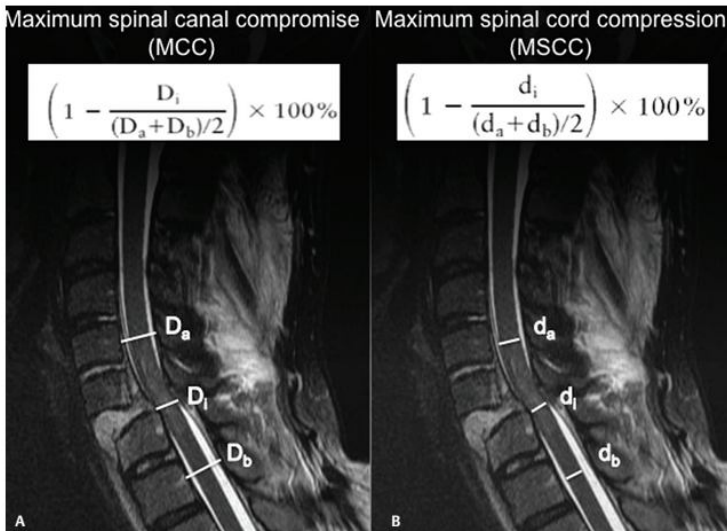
Measuring Method on results MRI
